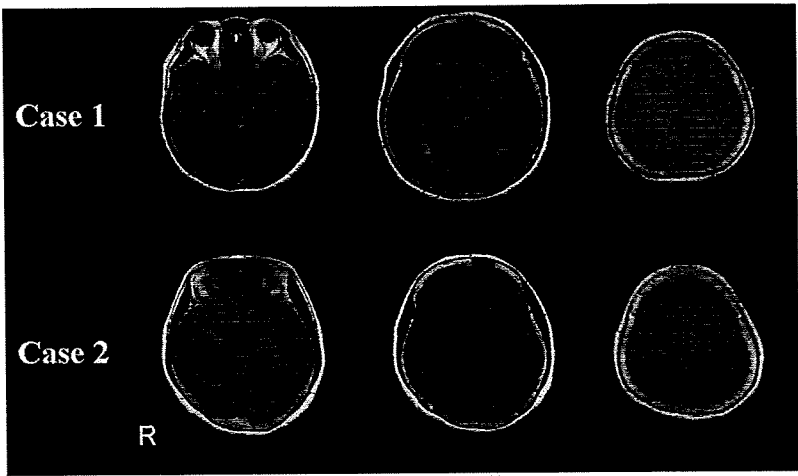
Fast fluid-attenuated inversion recovery (FLAIR) magnetic resonance images of Cases 1 and 2 (both with Charles Bonnet syndrome). Cerebral magnetic resonance images did not indicate any abnormalities in either patient.
